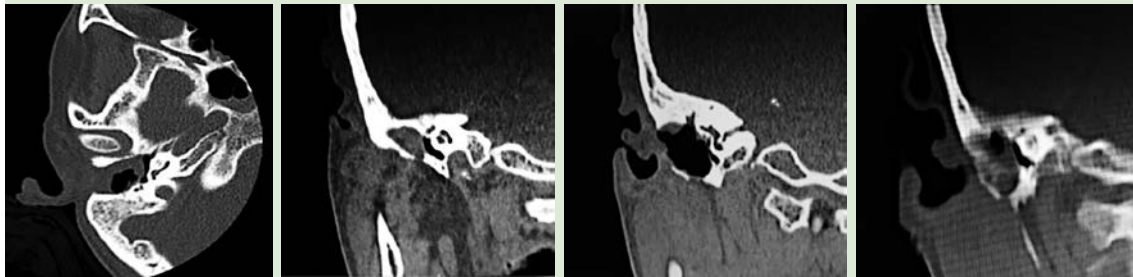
Tomografía computada de oído derecho en cortes axiales y coronales donde se observa autocavidad de mastoidectomía sin datos de complicaciones (2019).
